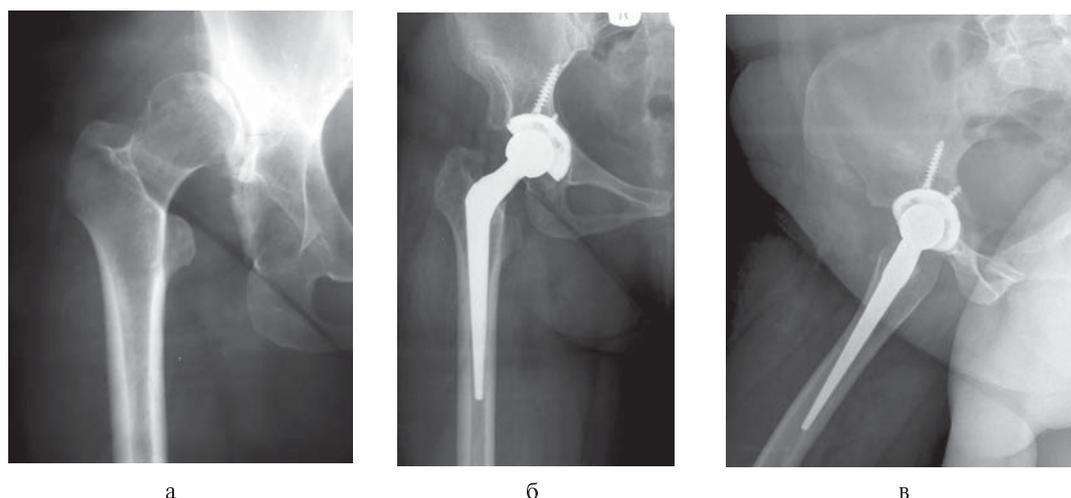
Рентгенограммы больной Г.: а – до эндопротезирования тазобедренного сустава; б, в – спустя 5 лет.
